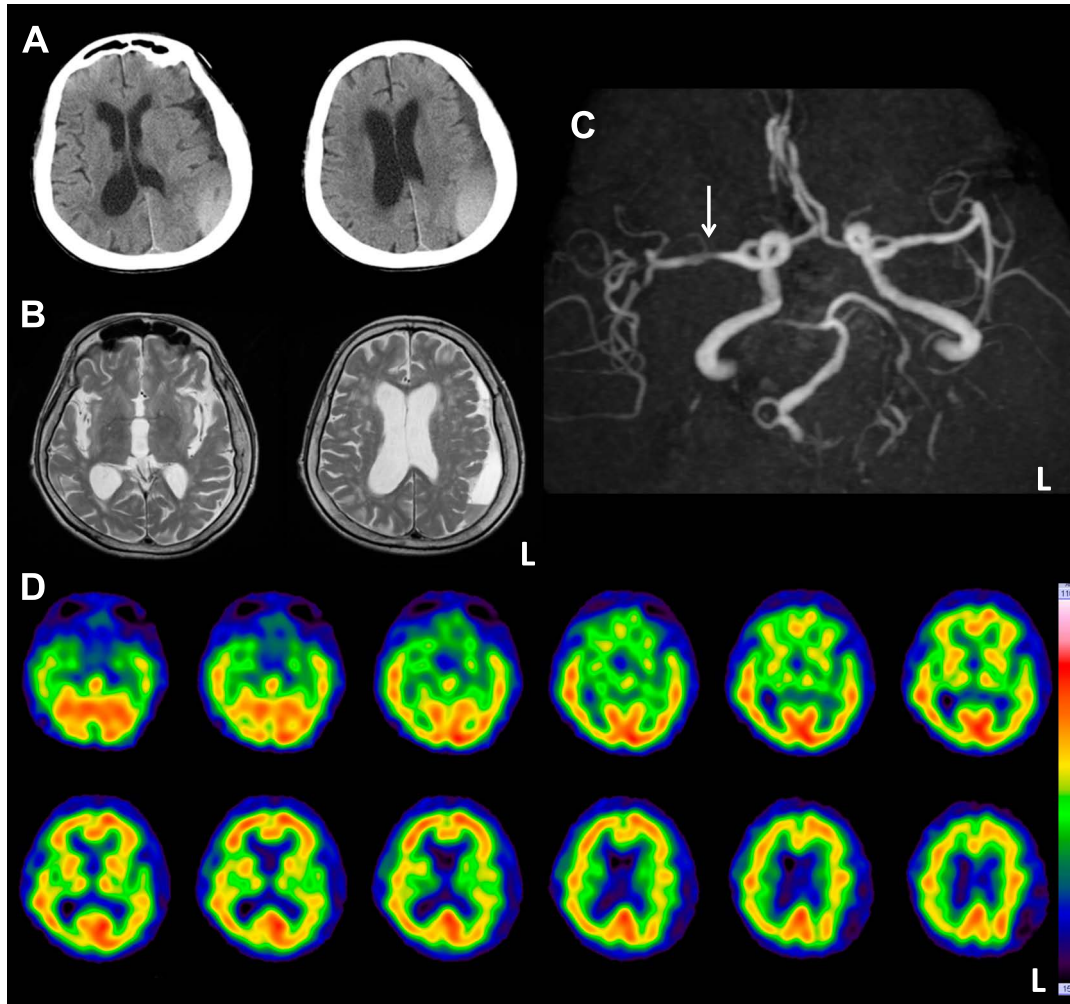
CT and MRI, ^{99m}Tc -ECD SPECT in this case.
